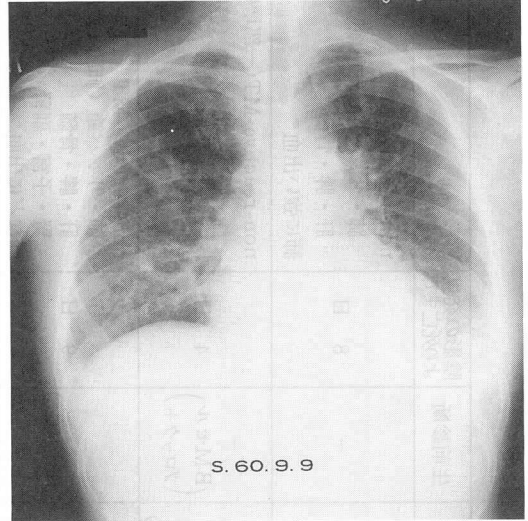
症例1の昭和60年9月9日の胸部X線写真：癒合傾向のある直径3mm～5mm大のびまん性小結節影と両側の少量の胸水貯留が出現。
